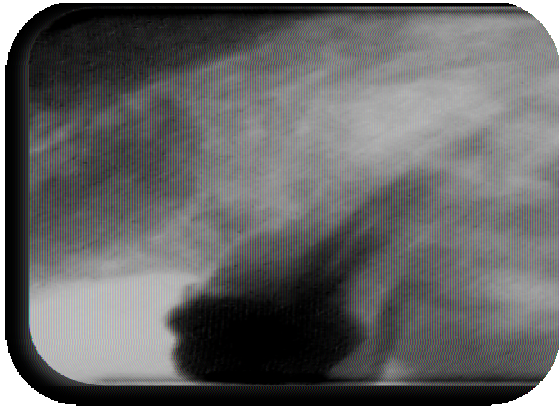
la radiographie de l'obturation canalaire
